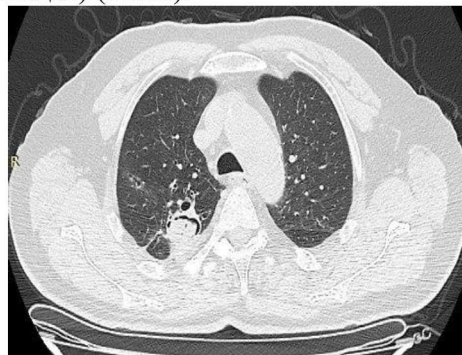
МСКТ органов грудной клетки от 25.09.2021 г.
